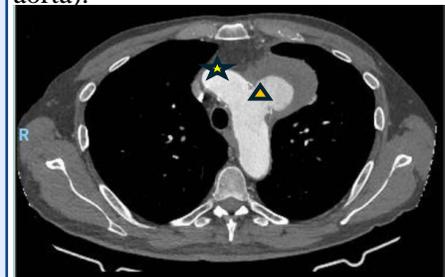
TAC con contraste donde se evidencian las colecciones líquidas contenidas (estrella) y el aneurisma sacular (triángulo) en el cayado aórtico.
